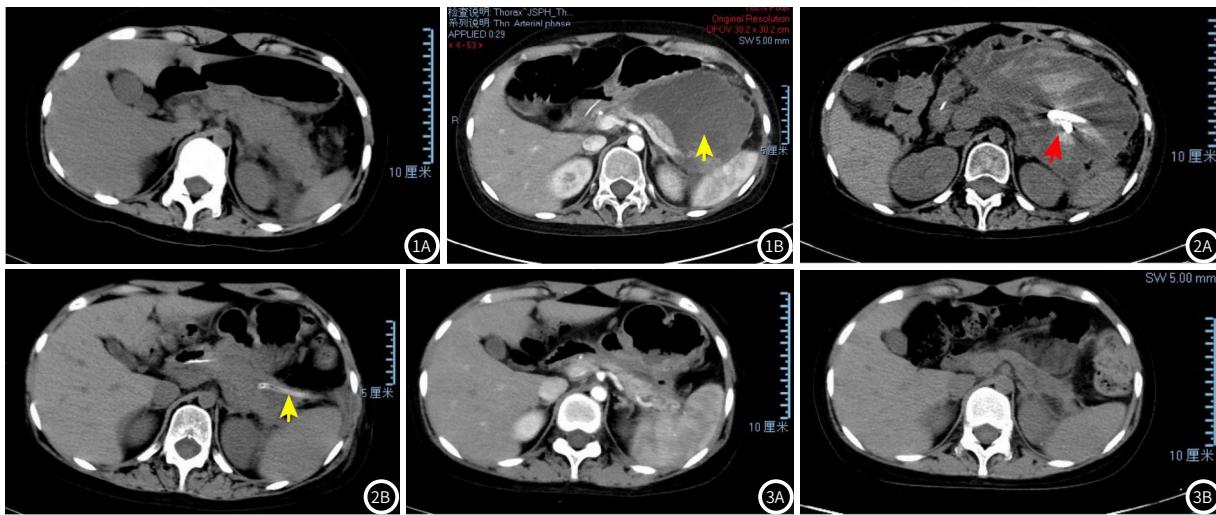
腹部CT 1A 胰腺肿大伴周围明显渗出，左侧肾周筋膜增厚；1B 胰周大量包裹性坏死(黄色箭头所示)。图2 腹部CT 2A 胰腺周围大量包裹性坏死，红色箭头所示的白色高密度区域为置入的猪尾导管末端；2B 穿刺置管引流后胰周坏死物明显减少，黄色箭头所示为更换的腹腔引流管。图3 3A 出院1月后门诊复查腹部CT提示胰周积液明显减少，予拔除腹腔引流管；3B 出院3月后门诊复查CT提示胰腺周围积液基本消失。
